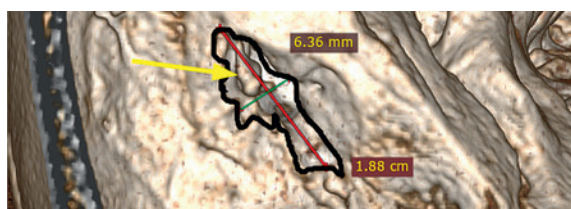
(В). КТ правой височной кости с 3D моделированием
